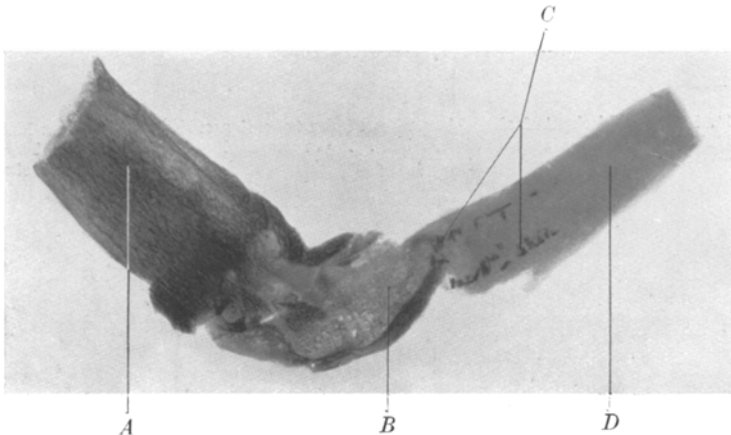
Röntgenaufnahme von demselben Knorpel. A = Knochenanteil der Rippe; B = innere Knorpelhöhle; C = Kalkablagerung des Knorpels; D = normaler Knorpel.
